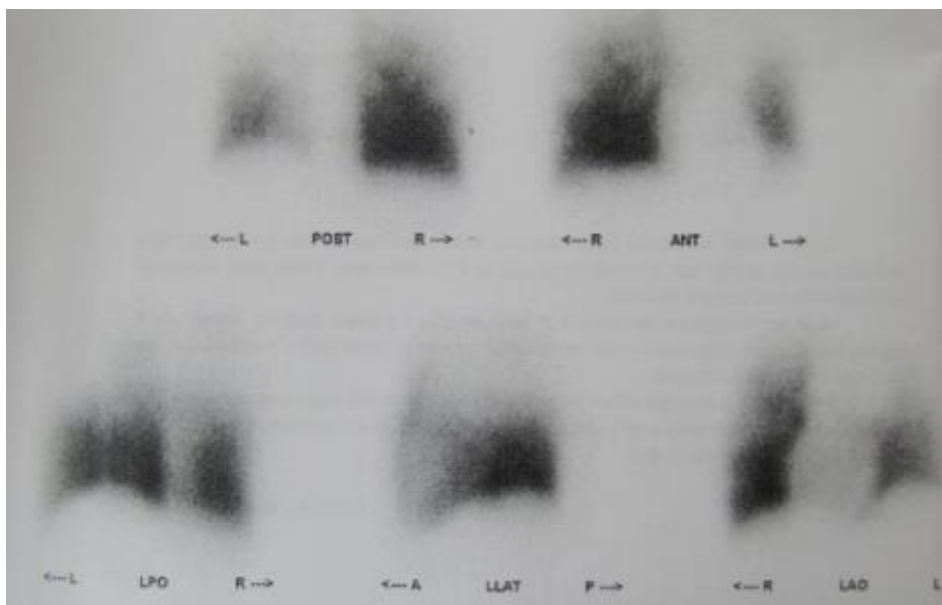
Сцинтиграфия пациента с раком верхней доли левого легкого, инвазией в легочный ствол. Видно значительное снижение перфузии в левом легком.
